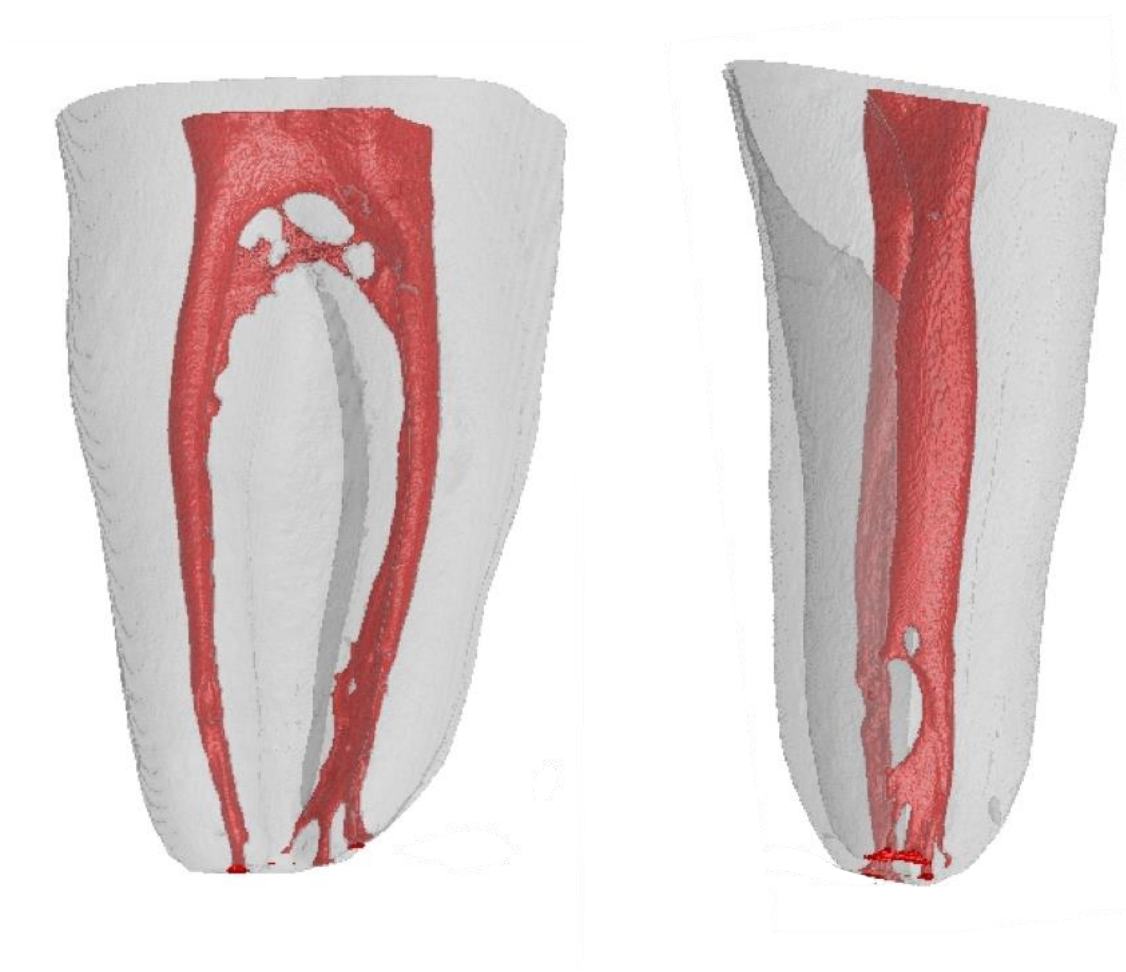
Imagens obtidas através da microtomografia computadorizada onde mostra um incisivo inferior em uma vista lateral (a) e uma vista frontal (b). Classificação de Vertucci: Tipo IV. Classificação de Ahmed et al.: 'II²'.
